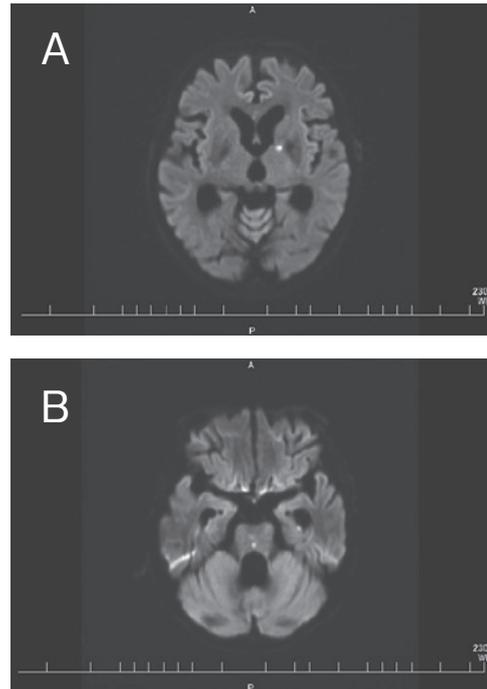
第19病日撮像の頭部 MRI 拡散強調画像
